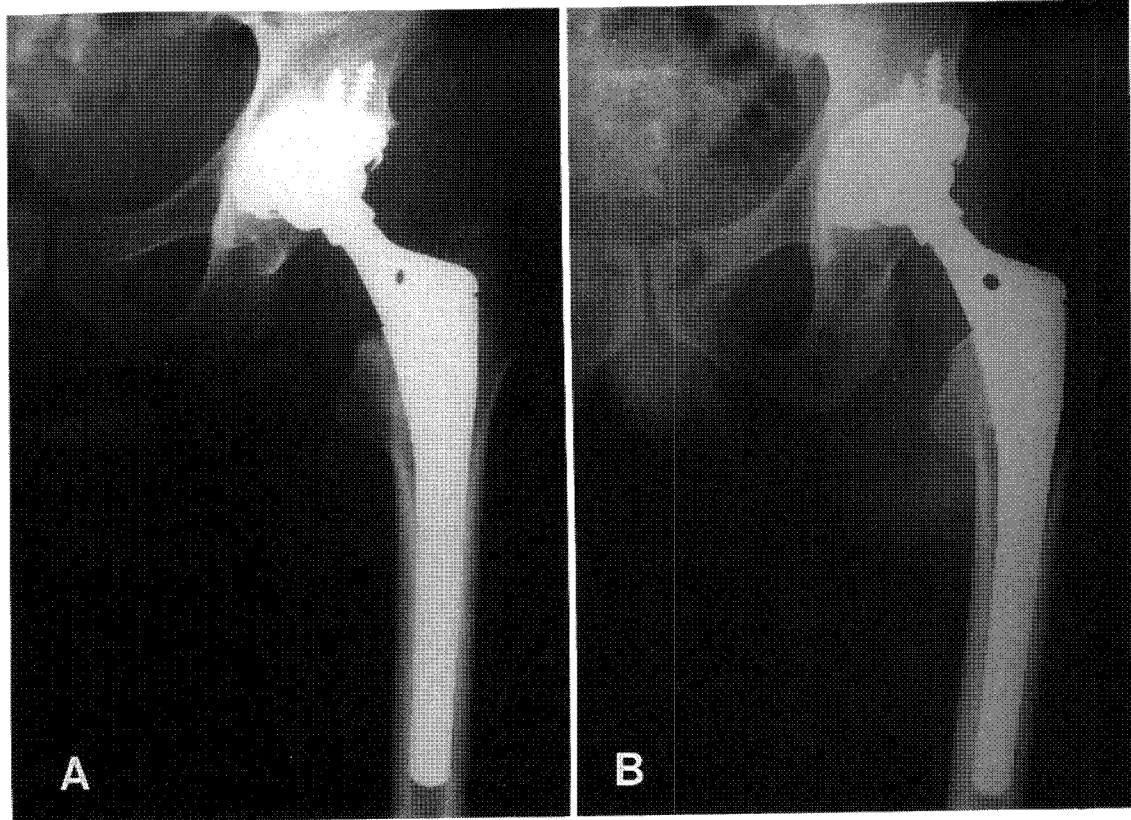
Immediate postoperative radiograph showed the initial satisfactory metaphyseal and isthmus fill of femoral stem.
